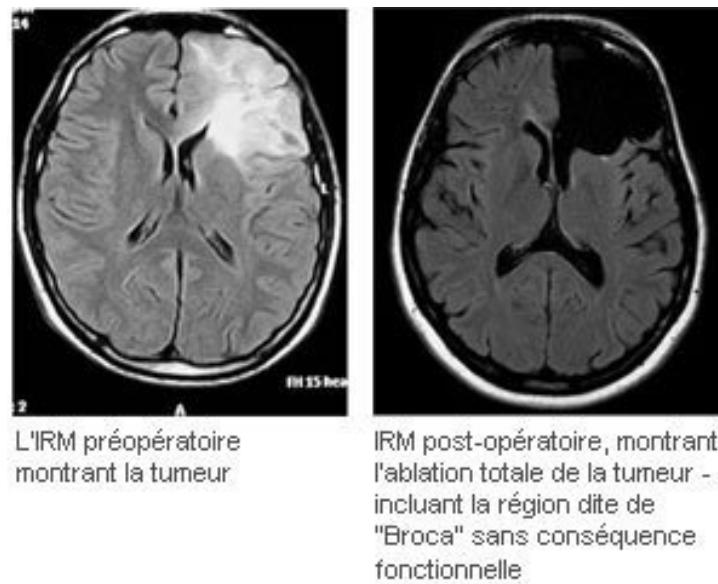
Coupe d'une IRM cérébrale en pondération FLAIR dans le plan axial en pré-opératoire (à gauche) et en post-opératoire (à droite). [46]
